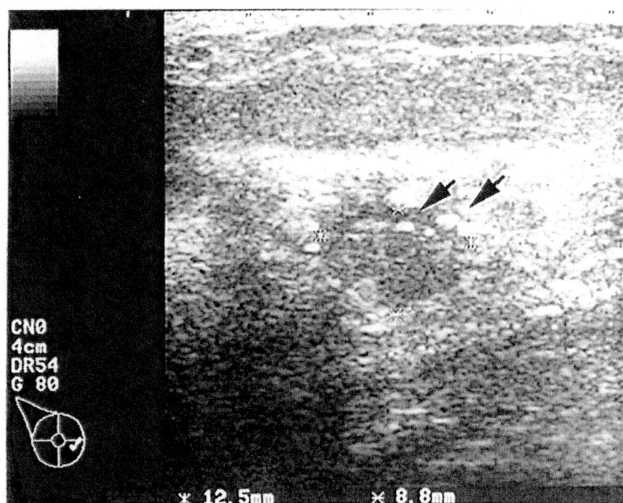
術前US。右AB境界付近でB領域側に、不整な低エコー領域に伴った石灰化(矢印、acoustic shadowを呈する)を認める。
